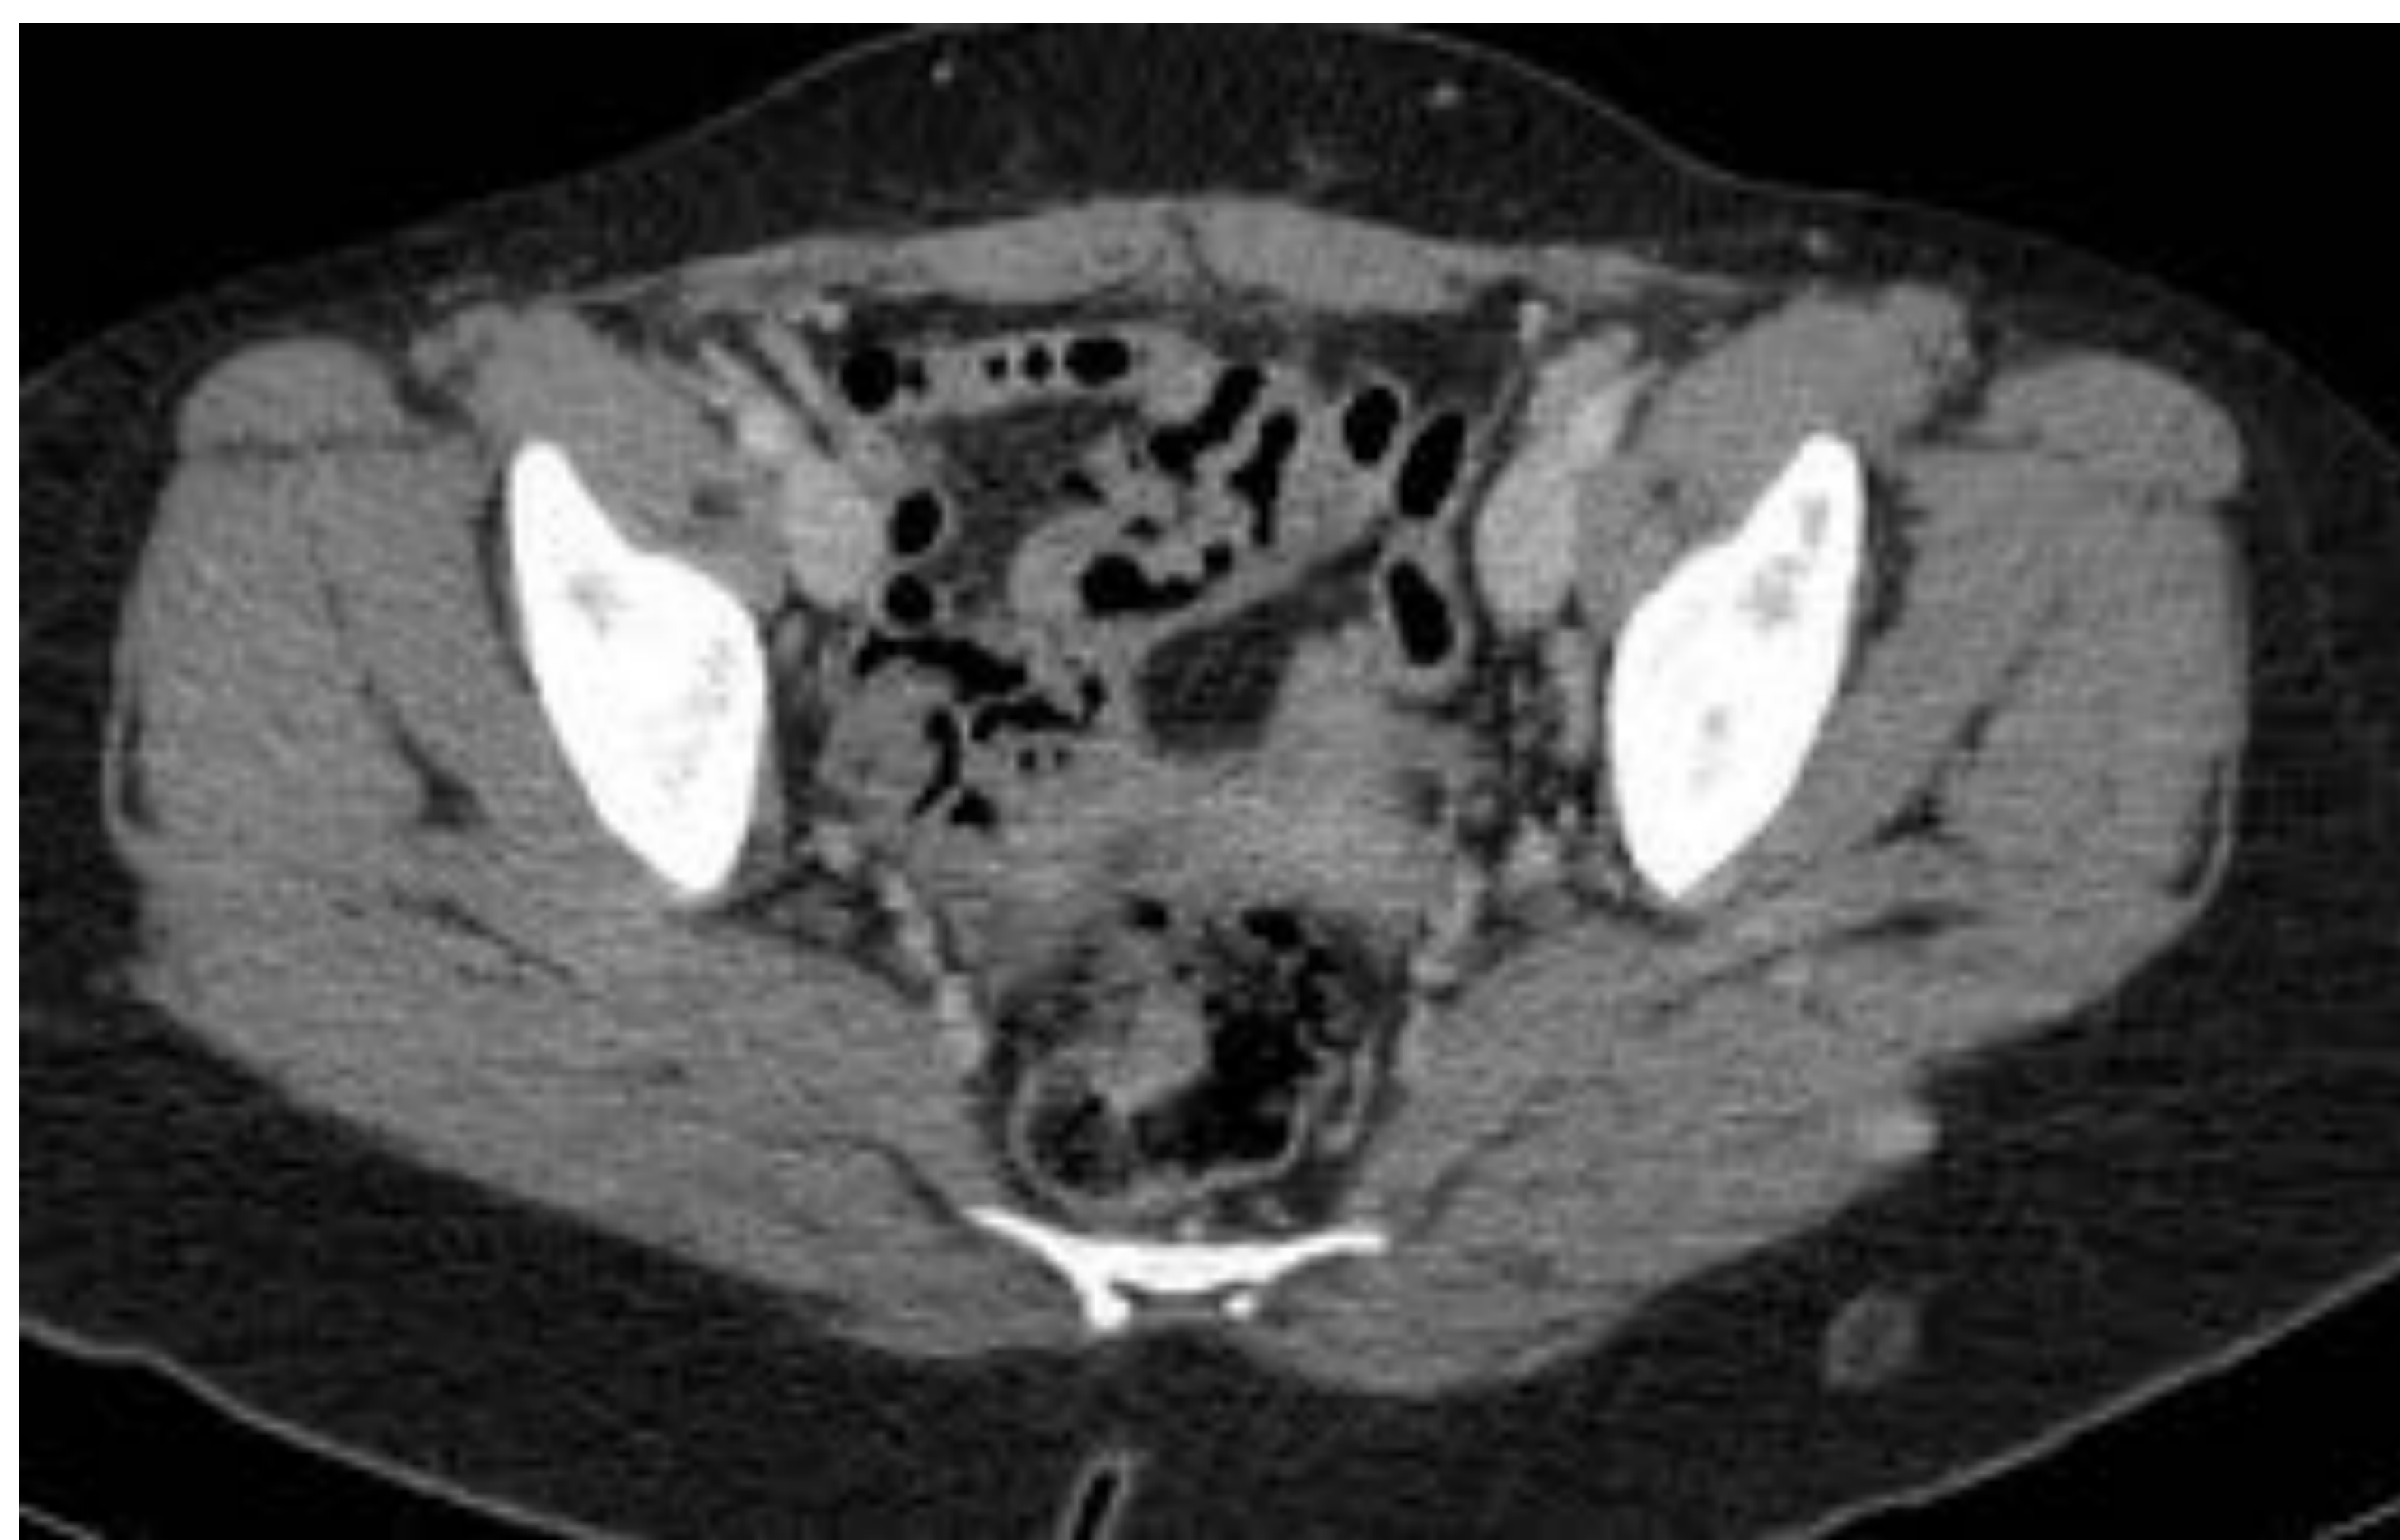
TC con contraste axial a. y b. coronal: nódulo con captación homogénea de contraste (MM tipo I) glúteo izquierdo.
